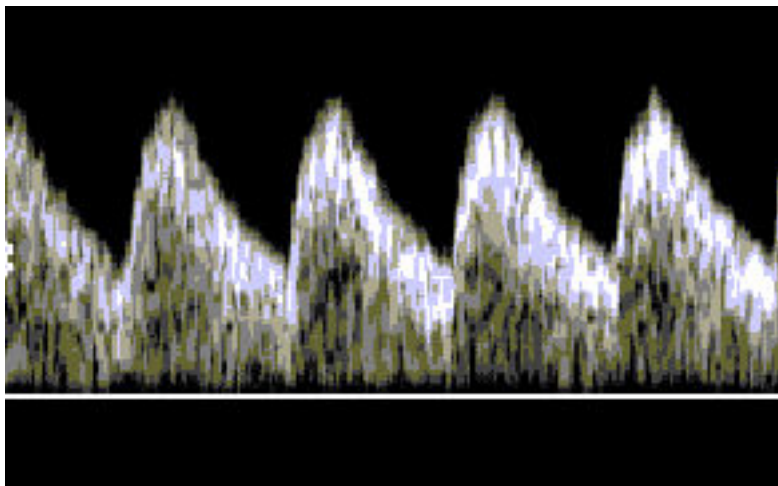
Studii Doppler normale pe a. umbilicală (cazuistica Clinicii de Obstetrică “Dr. I. Cantacuzino”)
